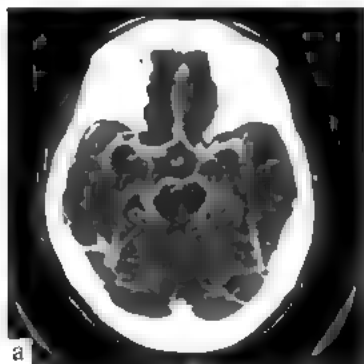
КТ без контрастного усиления, аксиальный срез
